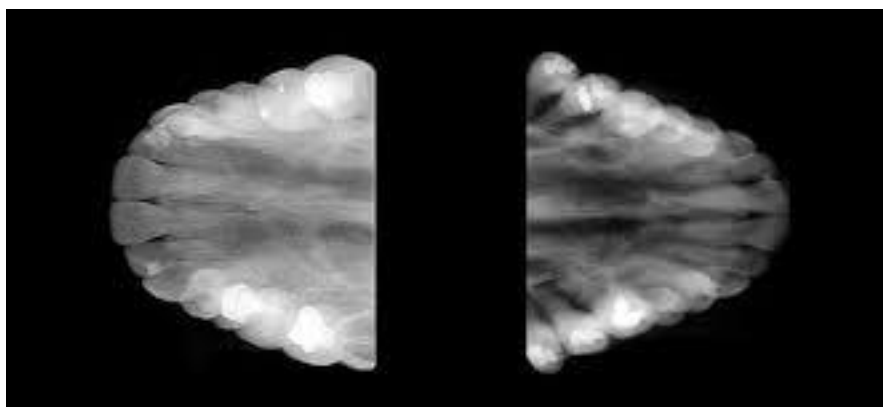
Radiografias oclusais superior (à esquerda) e inferior (à direita)
